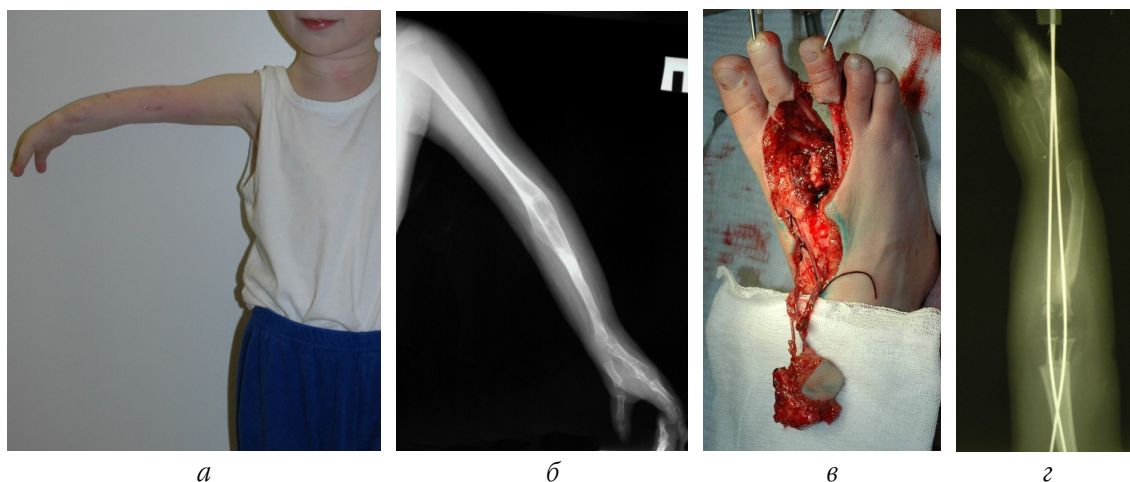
Пациент А.: а – внешний вид верхней конечности до проведения микрохирургической аутотрансплантации блока 2–3-го ПФС в позицию правого локтевого сустава; б – рентгенограмма верхней конечности до проведения микрохирургической аутотрансплантации блока 2–3-го ПФС в позицию правого локтевого сустава; в – этап оперативного вмешательства – выделен аутотрансплантат блока 2–3-го ПФС; г – рентгенограмма верхней конечности после проведения микрохирургической аутотрансплантации блока 2–3-го ПФС в позицию правого локтевого сустава
